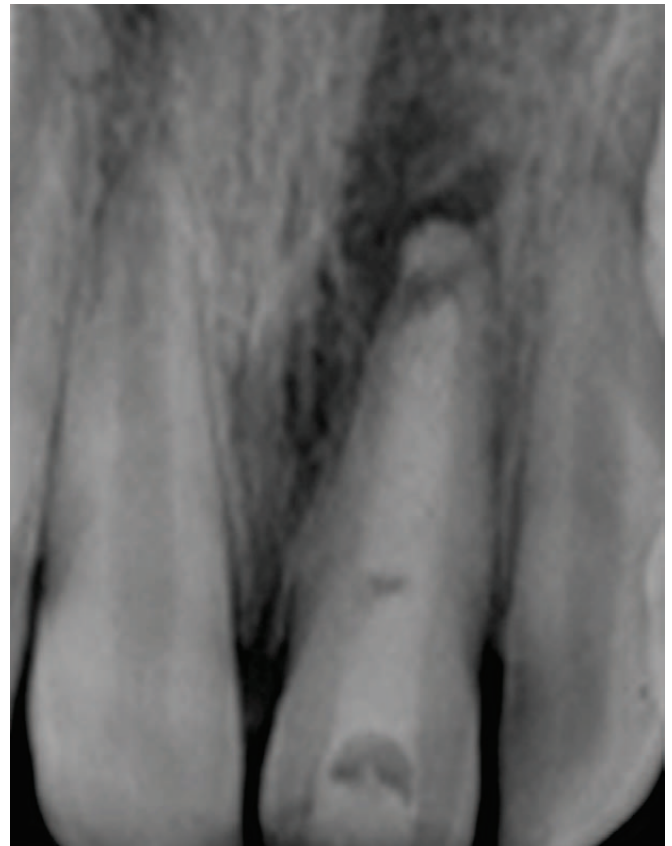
Imagem radiográfica do elemento 21 constatando lesão periapical e rizogênese incompleta.
